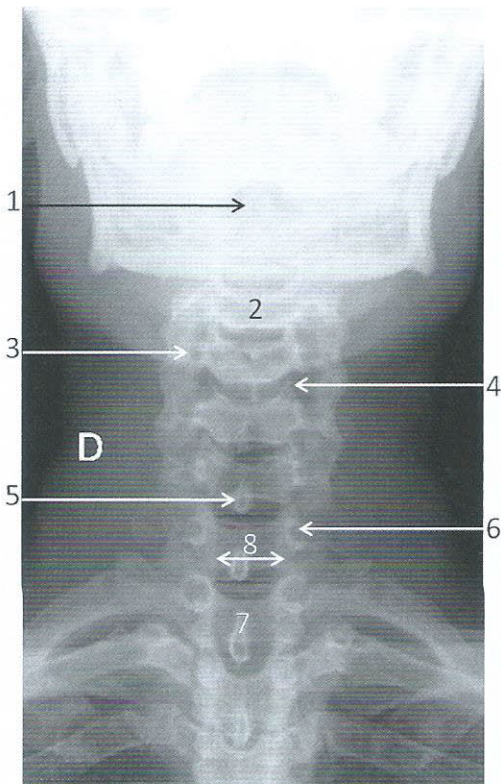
Radiographie du rachis cervical de face
